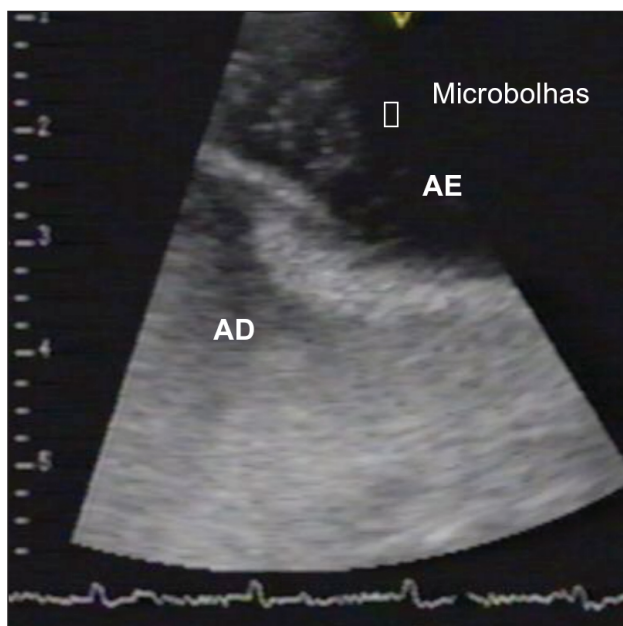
Ecocardiograma transesofágico demonstrando a passagem de microbolhas através do forame oval.
